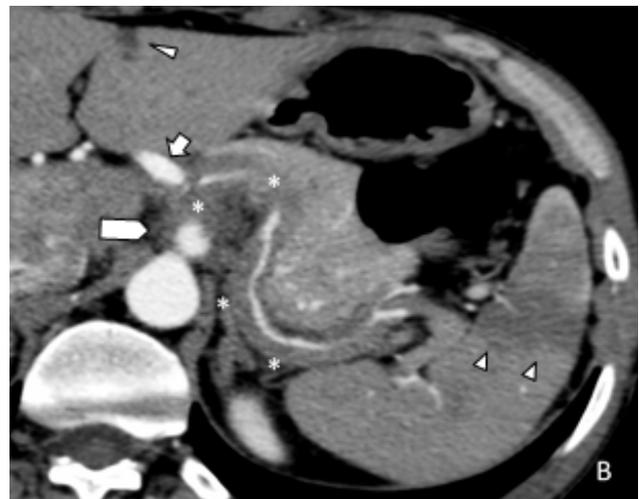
Angio-TC axial – aneurisma do tronco celiaco com retalho da íntima (cabeça de seta) e densificação dos planos adiposos perivascularares. Falso lúmen trombosado da artéria esplênica bem delineado (seta). Presença de contraste na porção distal da artéria esplênica (lúmen verdadeiro).
